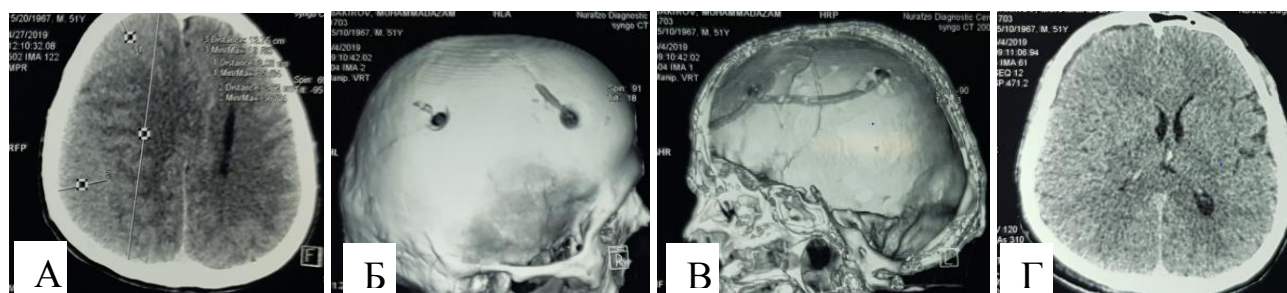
Контрольный снимок КТ- черепа и головного мозга на 4-е сутки; а - КТ головного мозга, аксиальный срез: хроническая субдуральная гематома лобно-теменно-затылочной доли головного мозга объемом 180см³; б - место наложения фрезевых отверстий; в-3D-реконструкции положение дренажей; г - гематома удалена.
